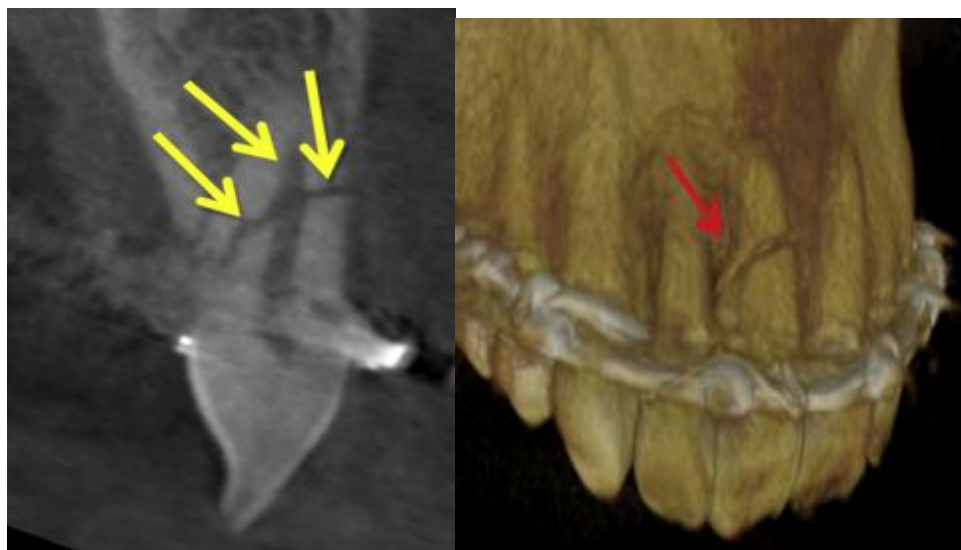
Vue sagittale 3D CBCT de la fracture horizontale de la racine. [85]
